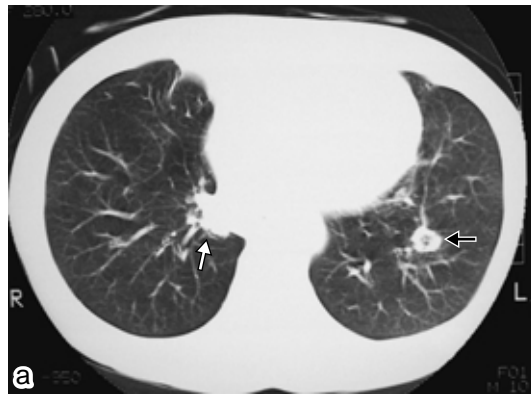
a 初診時の胸部CT (肺野条件). 左下肺野に径15 mmの空洞を伴う結節影 黒矢印を認めた。また、右の下葉 S7 にも径20 mmの結節影 白矢印が見られた。
